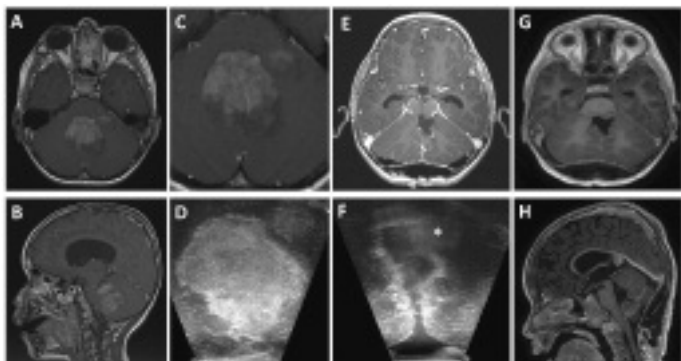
MRT-Aufnahmen eines 5-jährigen Knaben mit Hirndruckzeichen. Das Medulloblastom zeigt im MRT ein bifokales Auftreten mit einem feinen Gewebesaum dazwischen (A, B, C). Dies konnte durch den intraoperativen Ultraschall bestätigt werden (D). Nach Resektion des Haupttumors konnte das Bestehen des zweiten Tumors gezeigt werden (F*). Der Randsaum um die Resektion erscheint hyperechogen. Die intraoperative (E) und postoperative MRT (G, H) zeigen eine vollständige Tumorresektion. Der Junge hatte postoperativ keine neuen neurologischen Ausfälle.
